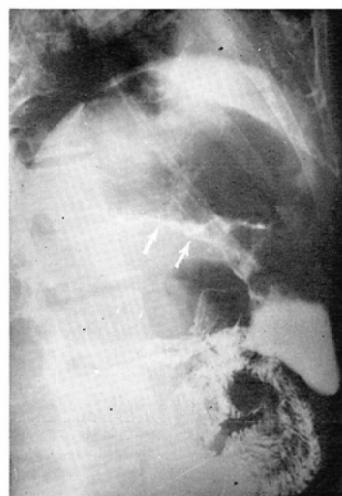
C-1 Patient is forty-six years old male, who was diagnosed a scirrhus of stomach by roentgenogram of Fig. C-4.
